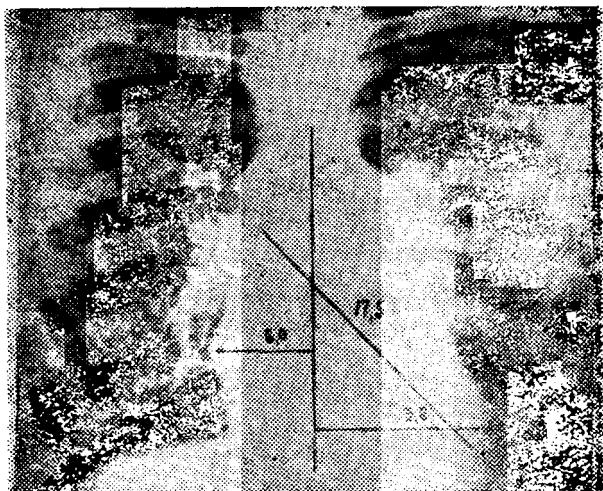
Телерентгенограмма грудной клетки больного П. до дефибрилляции. Выраженные застойные явления в легких, гемосидероз, сердце резко увеличено в размерах.
